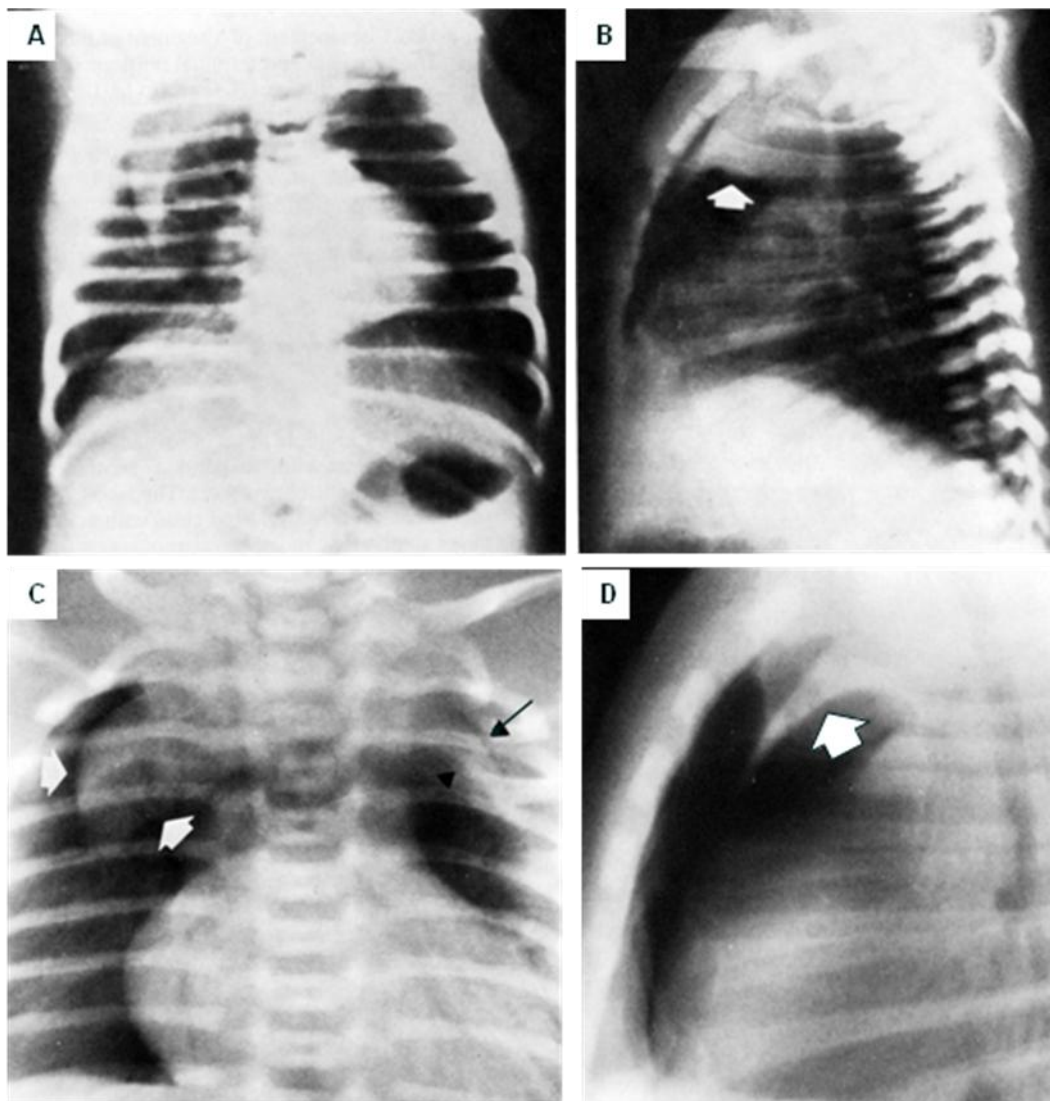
47. A. Radiografía frontal de tórax, hay una sombra densidad agua con forma de vela sobre el pulmón derecho, es el lóbulo derecho del timo de un recién nacido con neumomediastino, la proyección lateral (B) muestra el timo en el mediastino anterior separado del pericardio y grandes vasos. C. Elevación del lóbulo derecho e izquierdo del timo (flechas) por un neumomediastino, en la proyección lateral (D), el timo esta también separado del corazón y grandes vasos.
